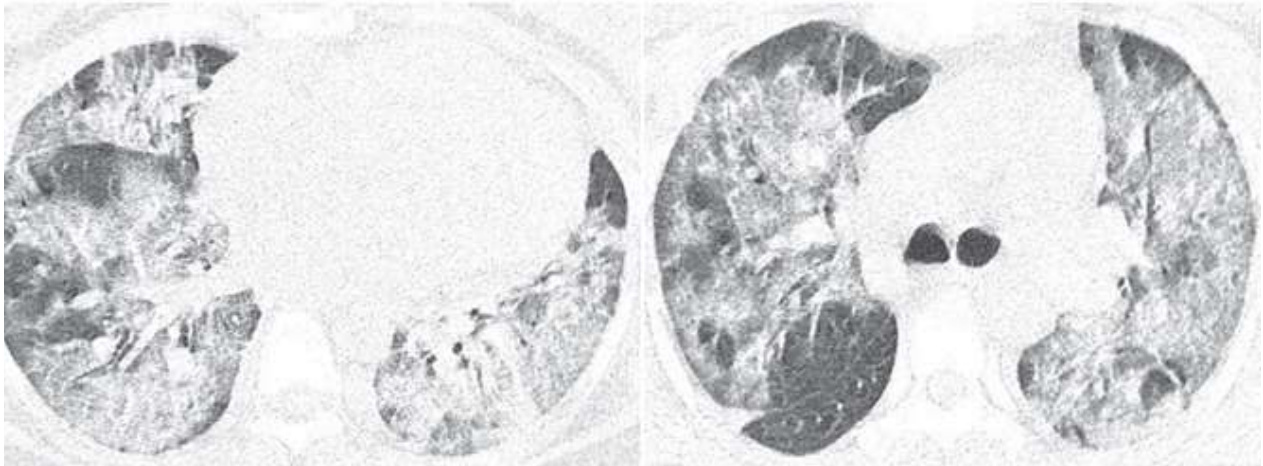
КТ органов грудной клетки пациентки от 11.01.2021 г. Ухудшение КТ-картины. КТ-4 (в обоих легких определяются множественные зоны “сухого листа” консолидации - увеличение объемов).
